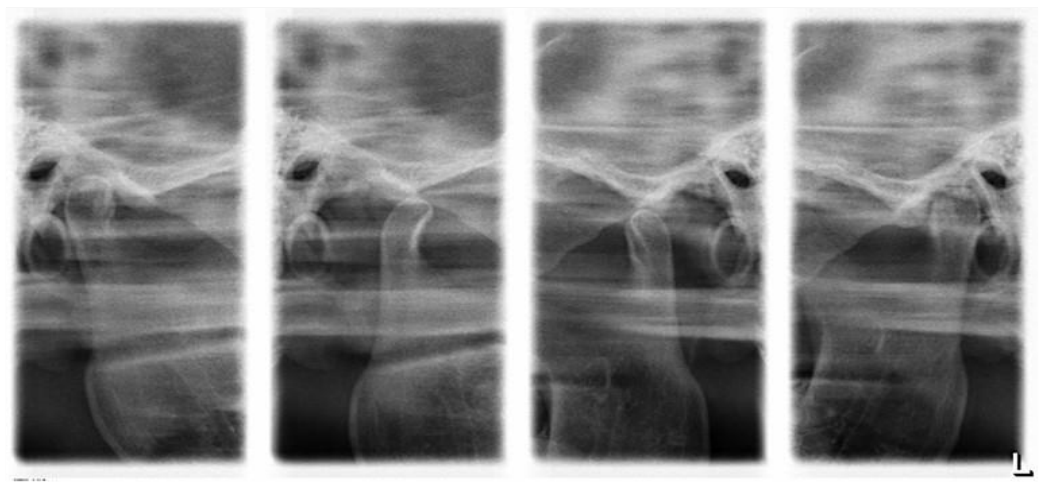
Funktionsorthopantomogramm: rechtes und linkes Kiefergelenk bei maximaler Interkuspidation und bei Mundöffnung
